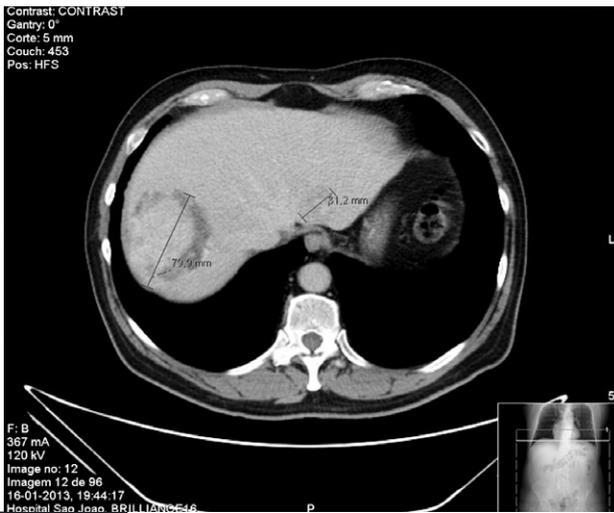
TC abdómino-pélvica: nódulos hepáticos heterogêneos.
